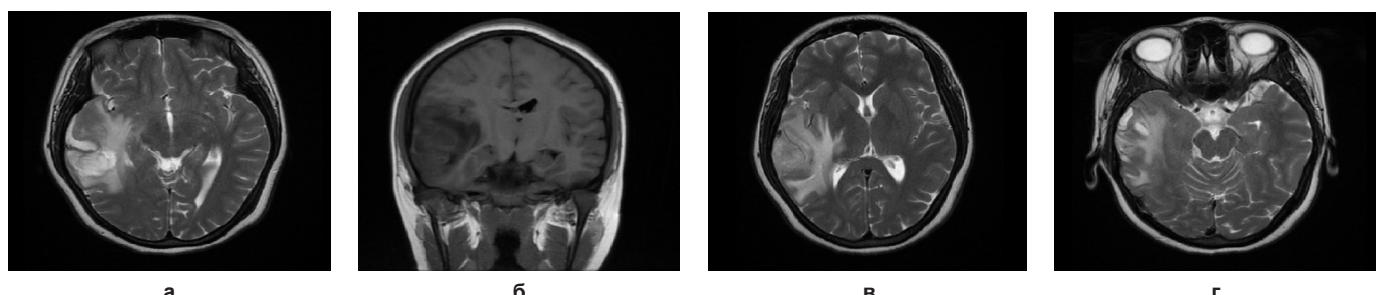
МРТ головного мозга пациентки до хирургического лечения
